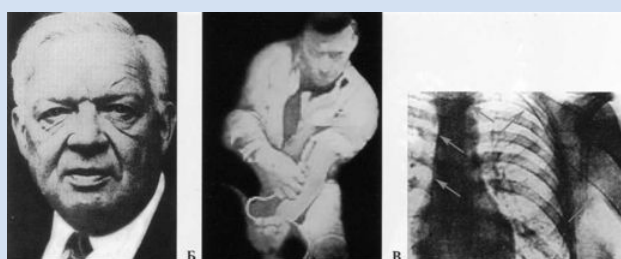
Вернер Форсман (1904–1979). Слева направо: фото ученого в зрелые годы, процесс катетеризации правого сердца через кубитальную (в области локтевого сгиба) вену и рентгеновский снимок, на котором стрелками обозначен катетер, проведенный в правое предсердие
